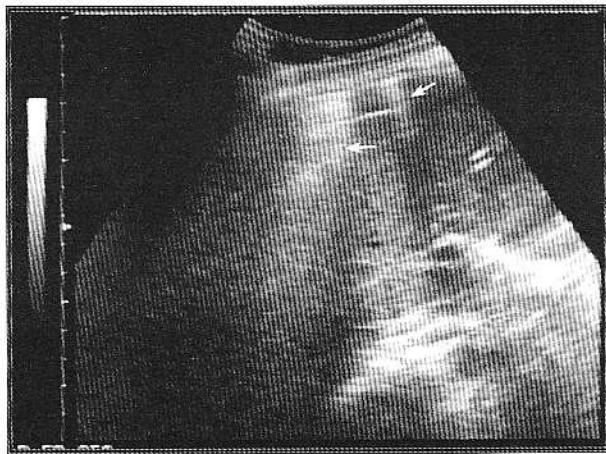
Semne ecografice de pneumoperitoneu.
